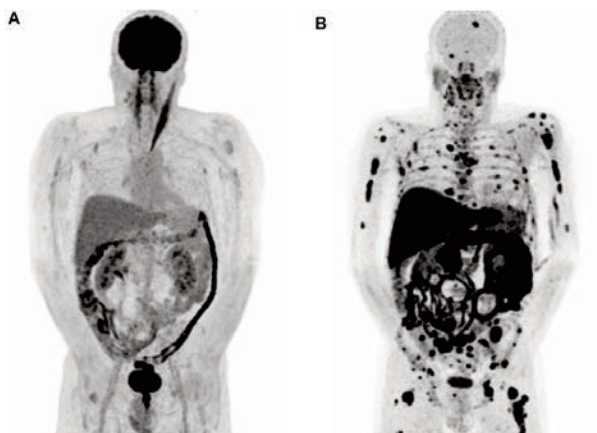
Ejemplo de comparación entre PET con ¹⁸F-FDG (A) y ¹¹C-MET (B) en el mismo paciente, que muestra enfermedad diseminada ósea evidente sólo con ¹¹C-MET.
